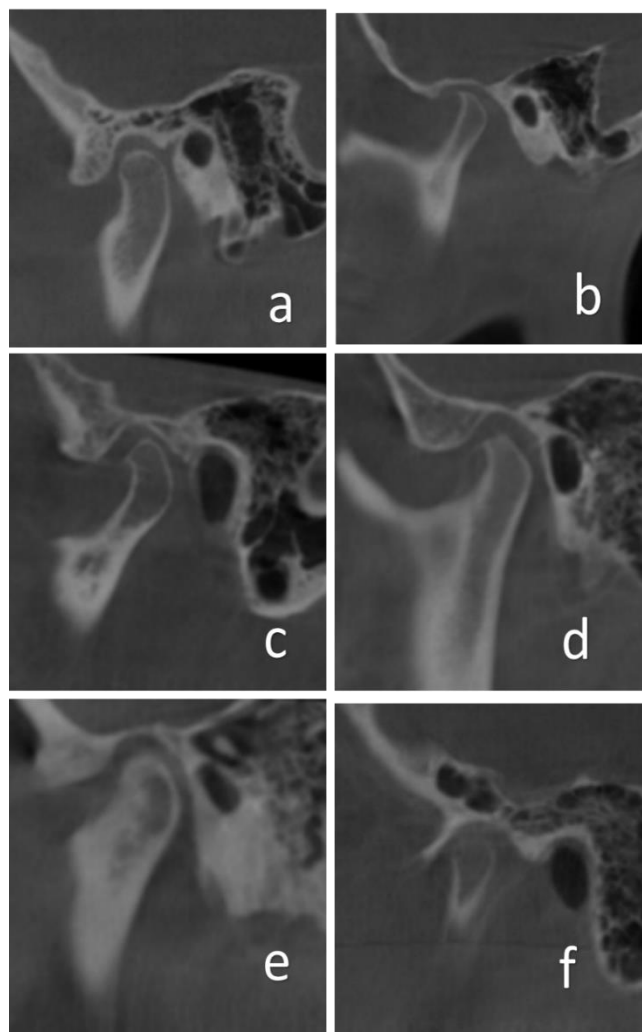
Sagittal cone beam computed tomography images of osteoarthritis findings. a. Normal b. Osteophyte c. Erosion d. Flattening e. Subchondral Sclerosis f. Pseudocyst
